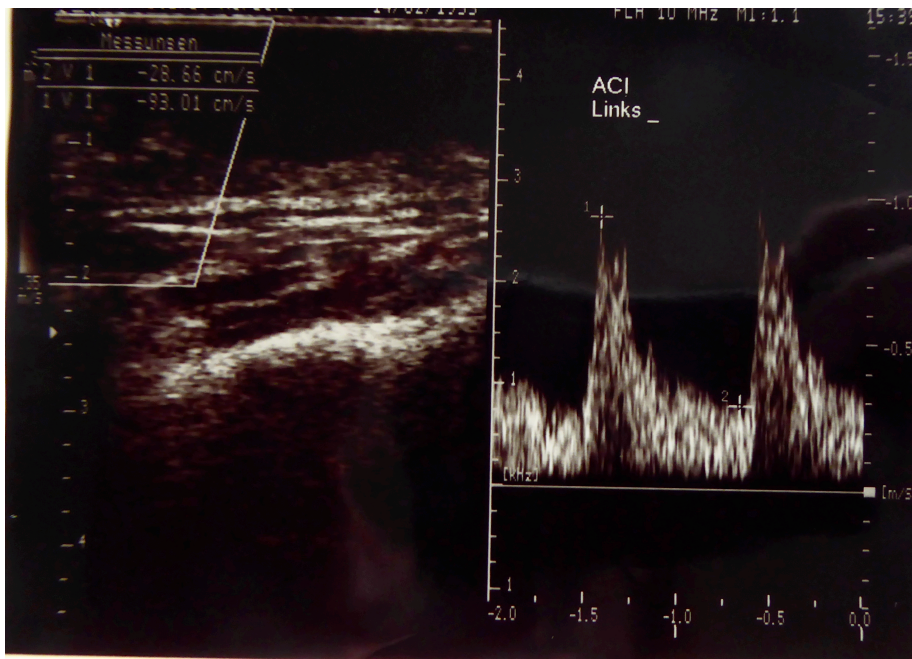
Intraoperative Duplexsonographie nach TEA, Kürzung der ACI und Patchplastik, Vmax sys: 0,8m/sec.
